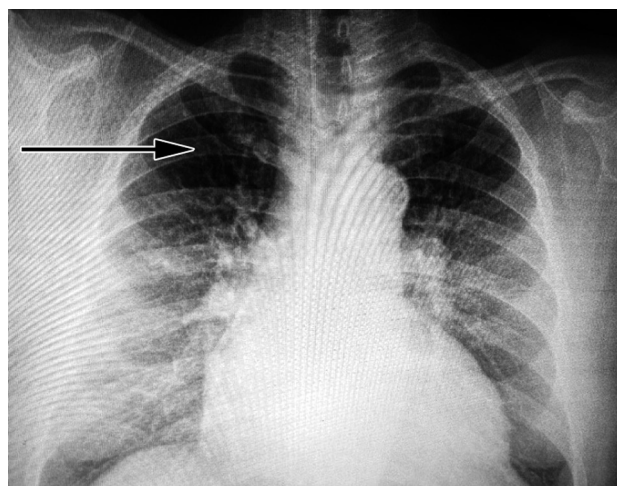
Рентгенография легких пациента Е. от 17.11.2022 г. Кардиомегалия. Центральный венозный застой. Расширение тени верхней полой вены (указано стрелкой)
